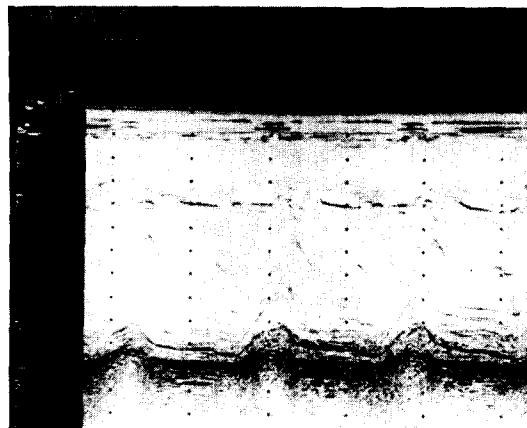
Postop M-mode Echocardiogram
